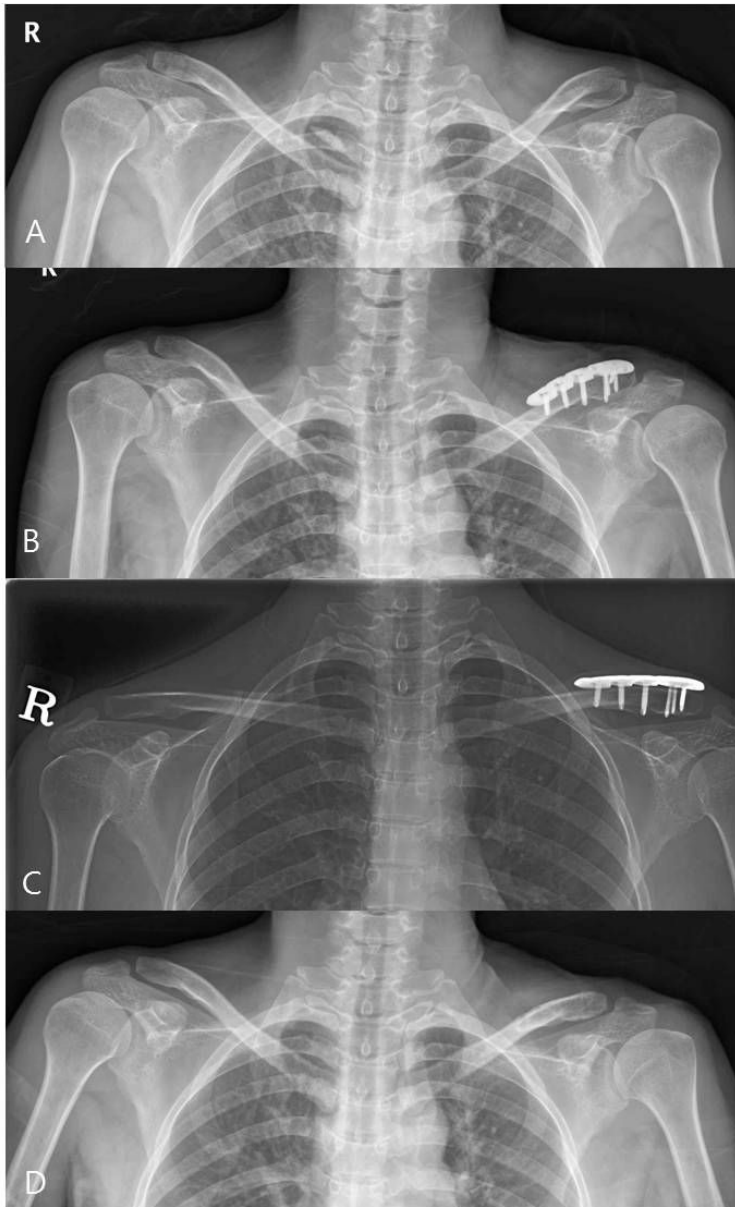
(A) Preoperative radiograph of the left shoulder of a 38 year-old female shows distal clavicle fracture. (B) Postoperative radiograph with precontoured LCP superior-anterior clavicle plate. (C) The radiograph 3 month after operation shows complete union. (D) After the operation of plate removal, radiograph shows good bony union.
